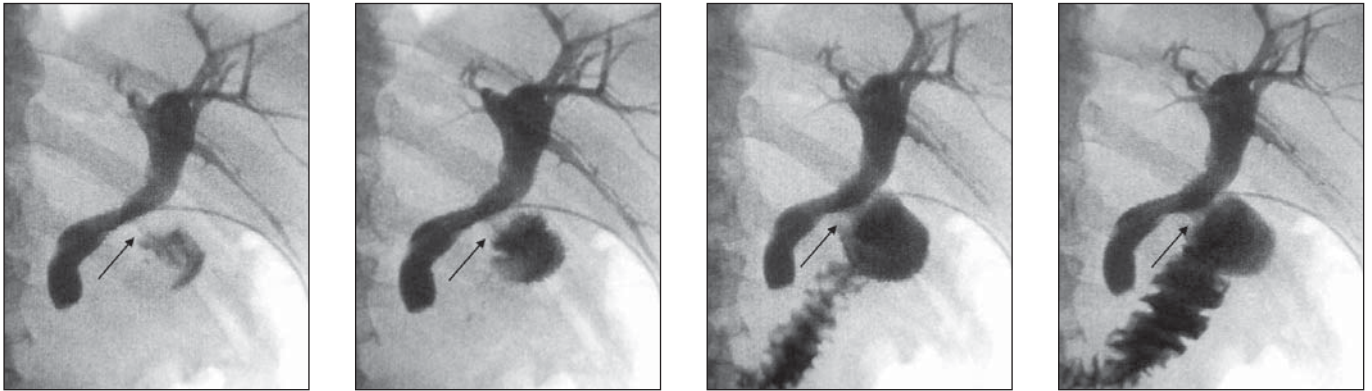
Рентгенофистулохолангиограммы пациента С., 58 лет. 3-и сутки после холецистэктомии с формированием арефлюксного холедоходуоденоанастомоза. Визуализируется порционная эвакуация контрастного вещества из общего желчного протока в двенадцатиперстную кишку. Зона сформированного соустья обозначена стрелкой.
